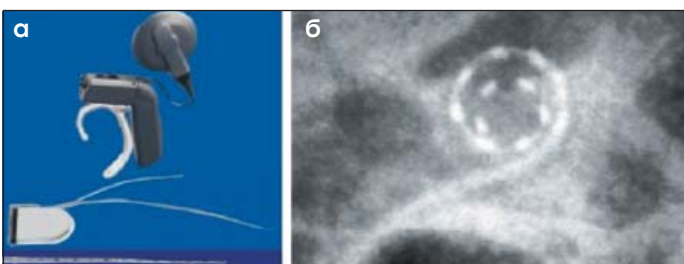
а – система имплантации COMBI 40 с электродом длиной 30 мм; б – электрод охватывает большую часть длины улитки, достигая ее апикальной части, как показывает рентгенограмма
